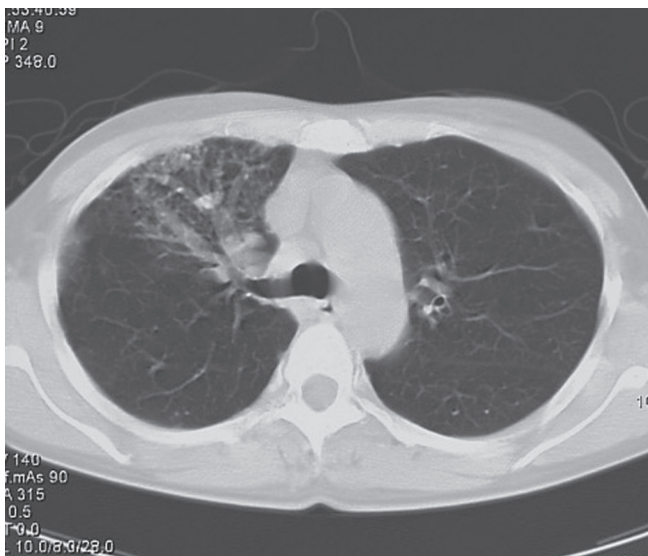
胸部 CT：右上葉ならびに下葉の肺動脈の拡張.
